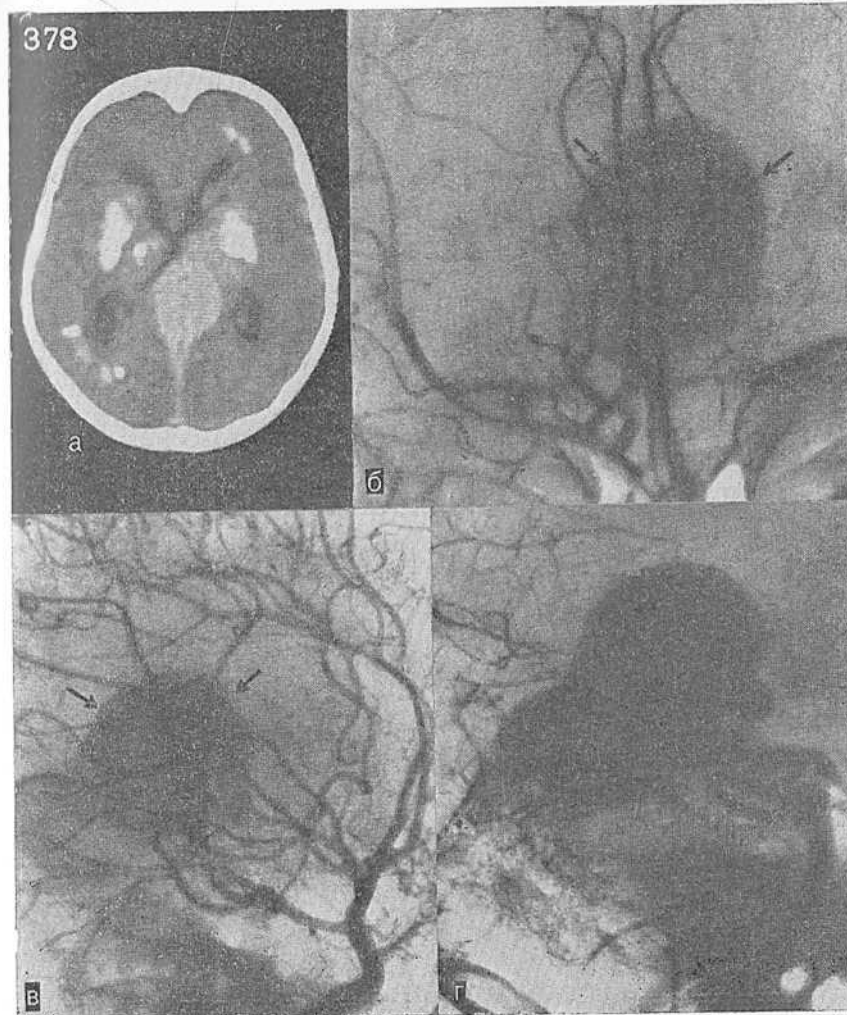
Больших размеров артериовенозная аневризма (а) вены Галена (на ангиограммах б, в, г). Кроме аневризмы, на КТ определяются симметричные зоны высокой плотности (обызвествления) в подкорковых узлах.
